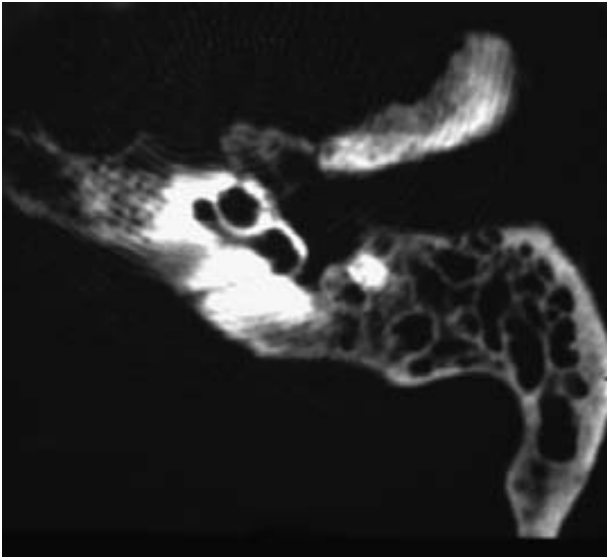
IE. Axial CT of left temporal bone. Normal pneumatization of mastoid process and correct sizes of ear canal and tympanic cavity can be observed.
